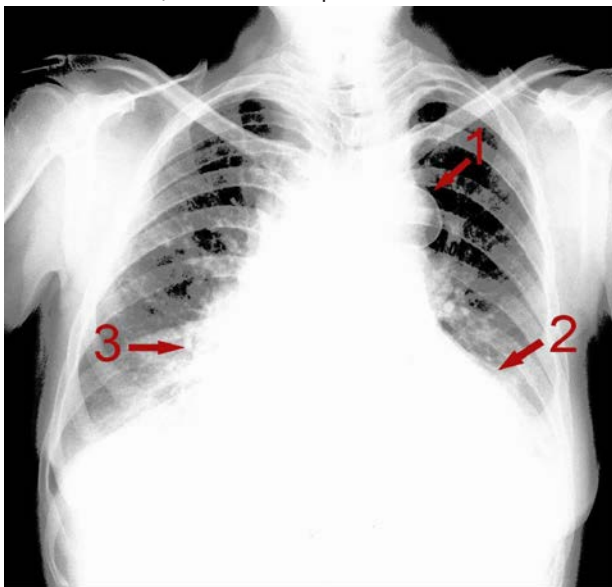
Рентгенограма ОГК: 1 – збільшення 1 дуги лівого контуру серця, кальциноз стінки аорти; 2 – збільшення лівого шлуночка; 3 – збільшення правих відділів серця
